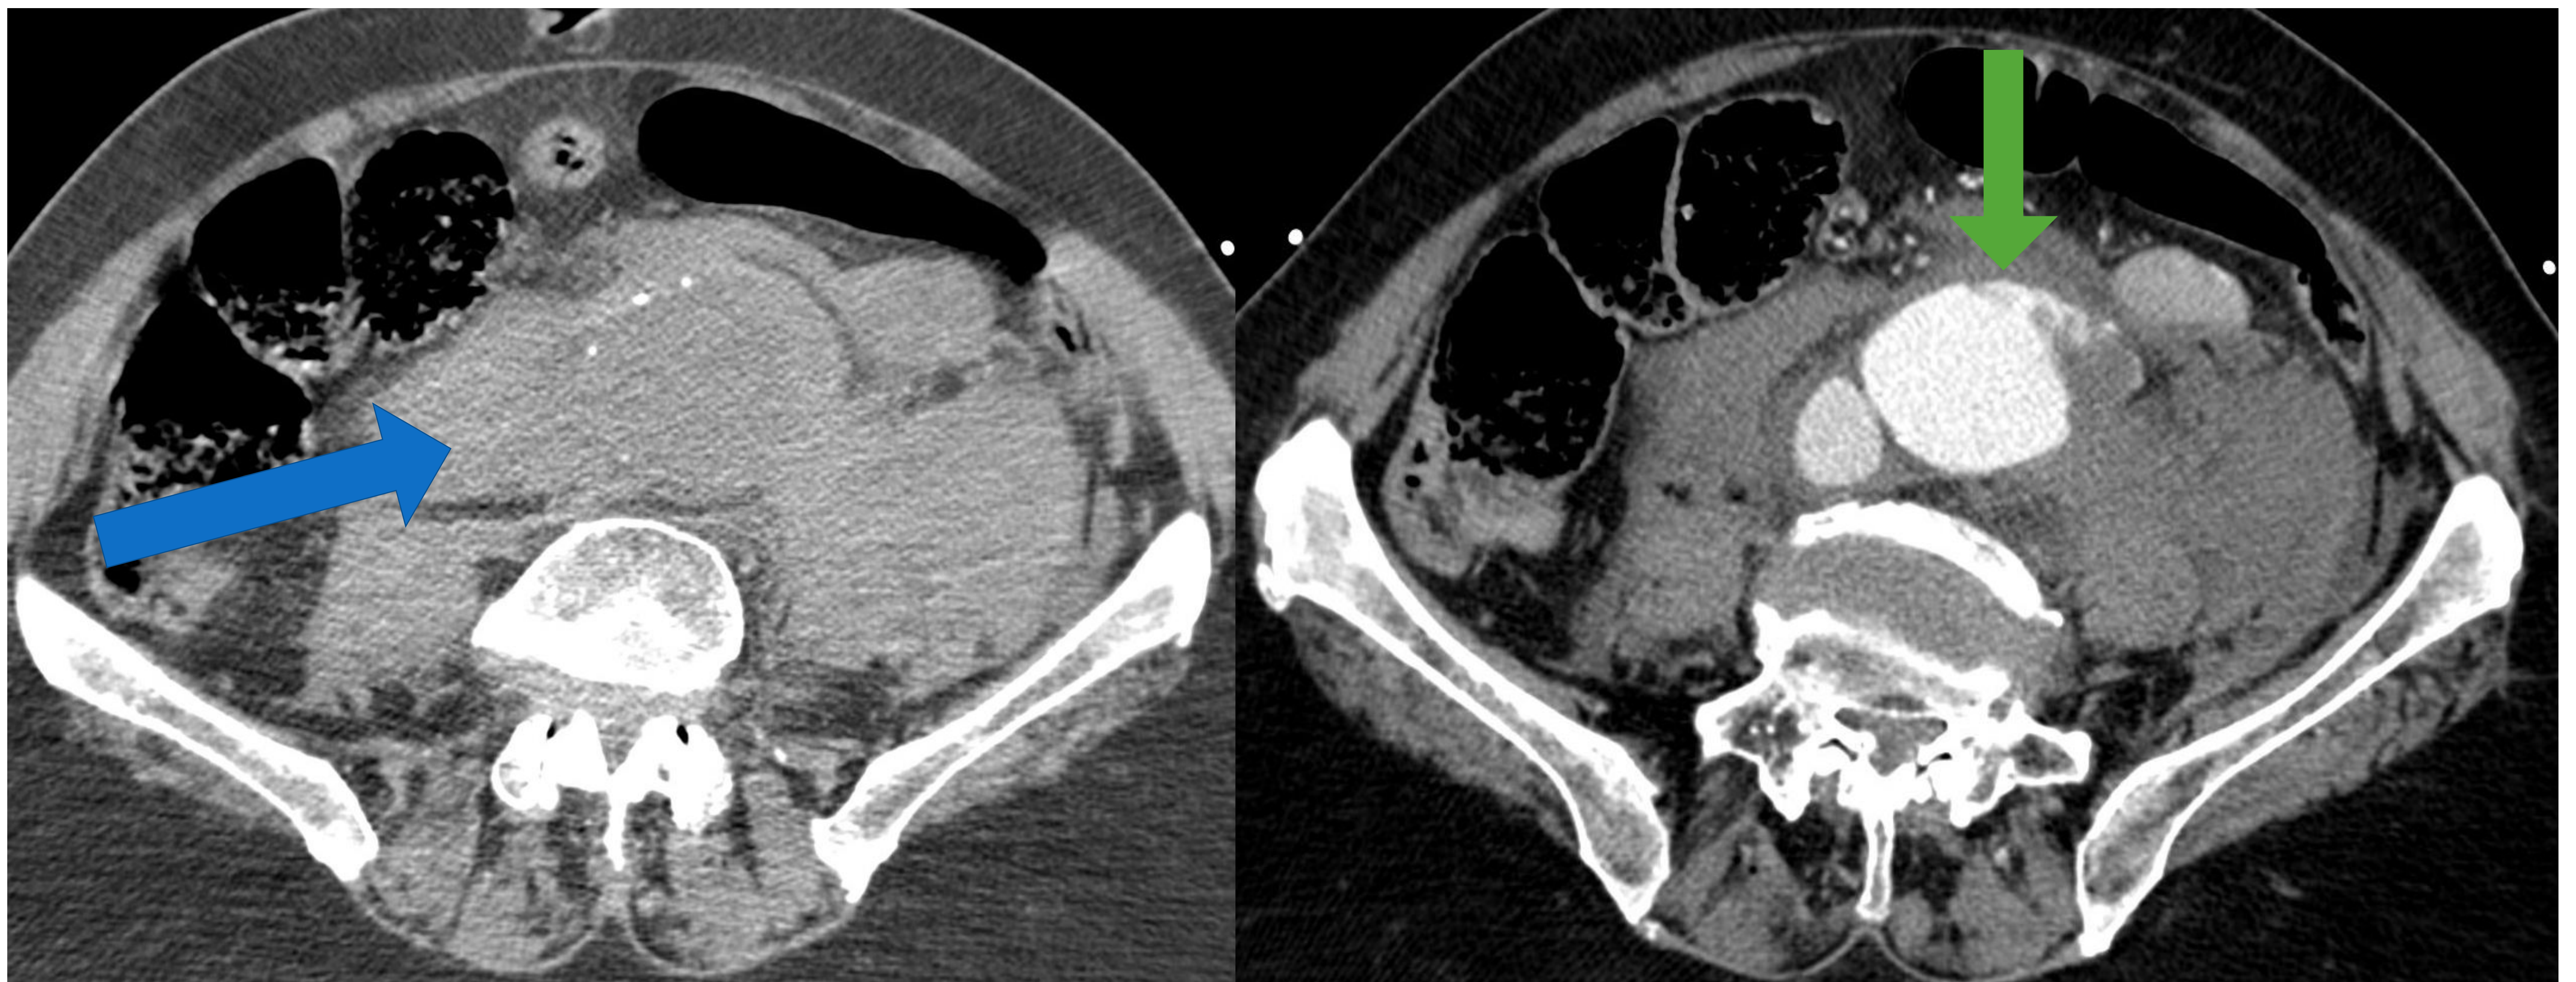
A) Angio TC de aorta abdominal sin civ corte axial. Se aprecia mínima discontinuidad focal de calcificación de la íntima señalado con la flecha verde. Además, se aprecia hematoma retroperitoneal señalado con flecha azul.
